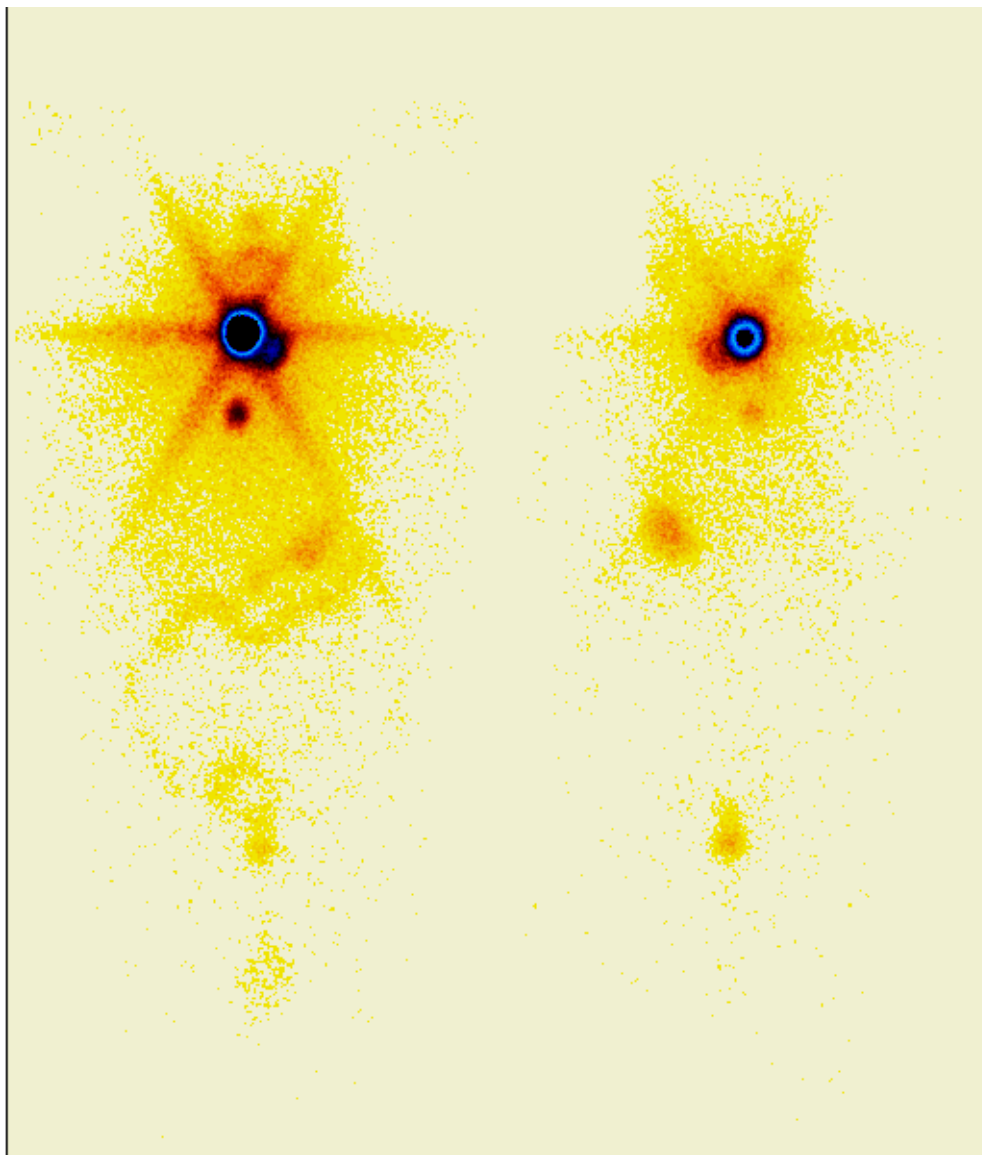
Spect / CT SYMBIA
